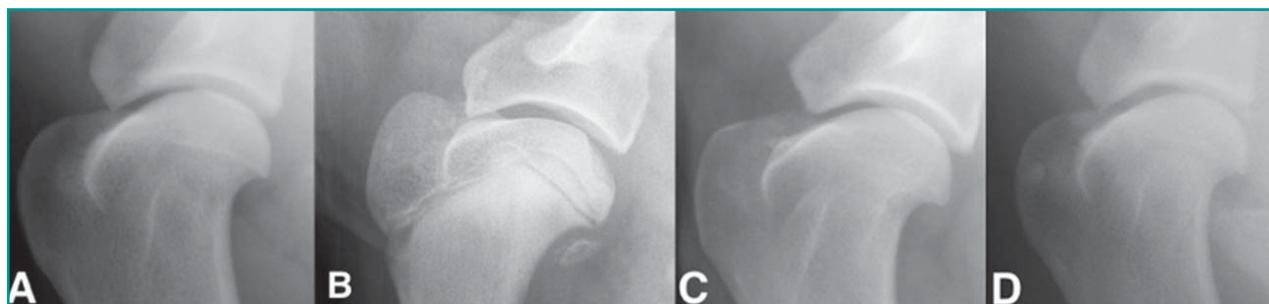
Quadro radiografico di una spalla normale (A), affetta da OCD della testa omerale (B), tenopatia calcifica del muscolo bicipite brachiale (C), da tenopatia calcifica del muscolo sovraspinato (D).
